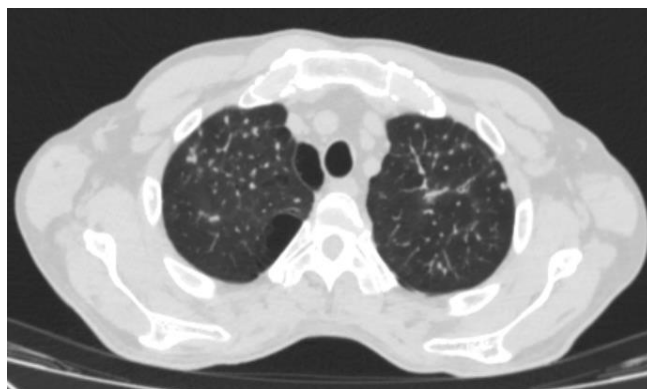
КТ органов грудной клетки (09.2023 г.): регресс ранее выявляемых фокусов консолидации с формированием на их месте очагов фиброза.
